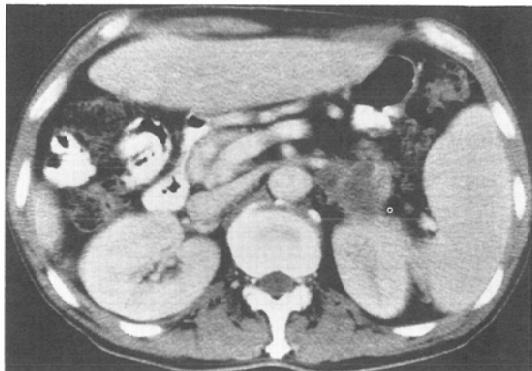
CT scan of the duodenum with new barium
